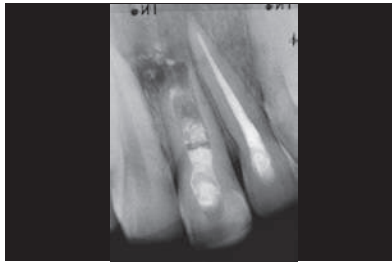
La radiografia mostra che la cura canalare del dente 21 è stata insufficiente, per cui vi è stato un riassorbimento apicale. È dunque necessario estrarre il dente.
